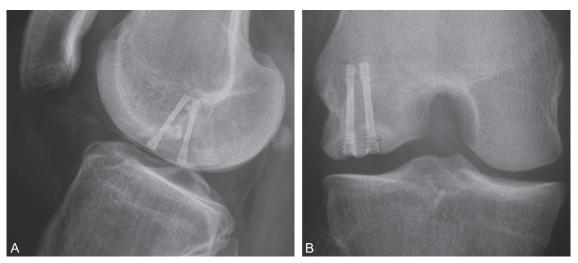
Contrôle radiographique à 6 mois d'un vissage convergent d'OCD condylienne. a. Face. b. Profil.
